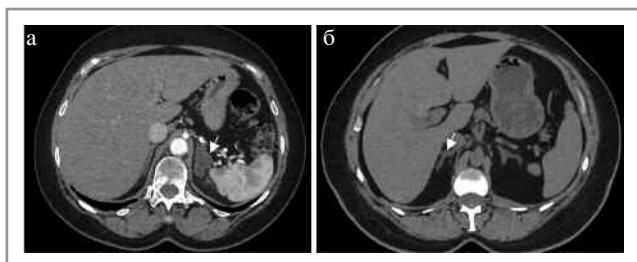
МСКТ, аксиальная проекция, НФ. Узелковая гиперплазия: а – макронодулярная гиперплазия левого надпочечника (стрелка); б – микронодулярная гиперплазия правого надпочечника (стрелка).
